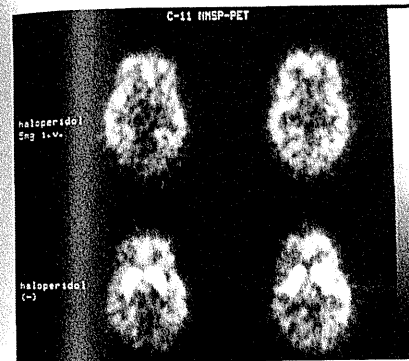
Haloperidol投与のC-11 NMSP-PETへの影響
